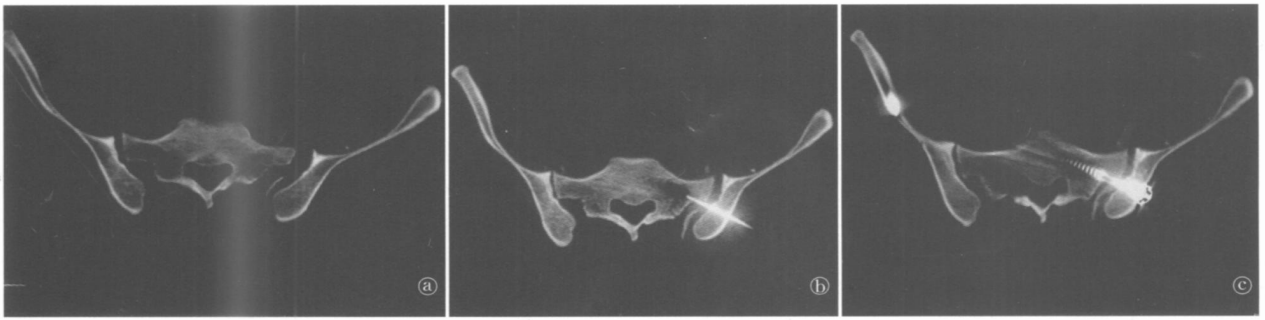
男, 33 岁 a. 术前 CT 扫描: 右侧骶髂关节间隙明显增宽, 间隙内可见碎骨片 b. 术中定位导针: 可见导针经骶髂关节进入第一椎椎 c. 术后松质骨螺钉固定: 松质骨螺钉拉紧固定后右侧骶髂关节间隙恢复正常
